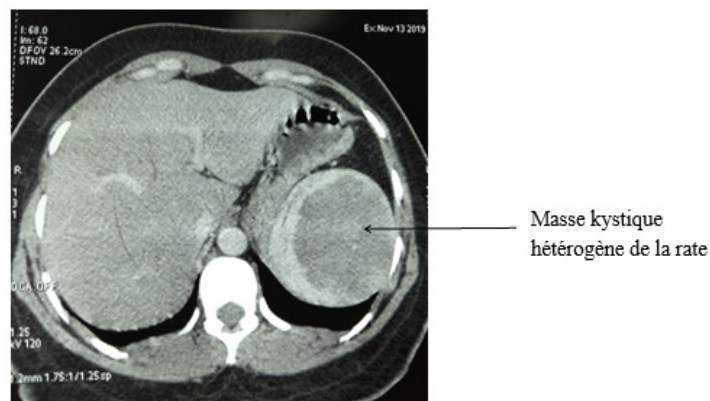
Aspect TDM d'un lymphangiome kystique de la rate
